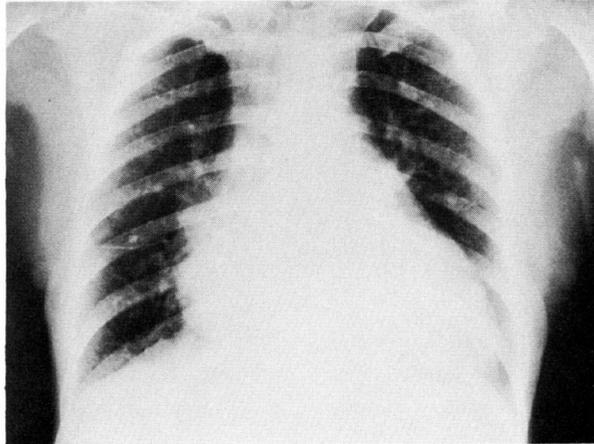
Preoperative chest X-ray photograph showing increased cardiac shadow as the 73.8% of CTR.
